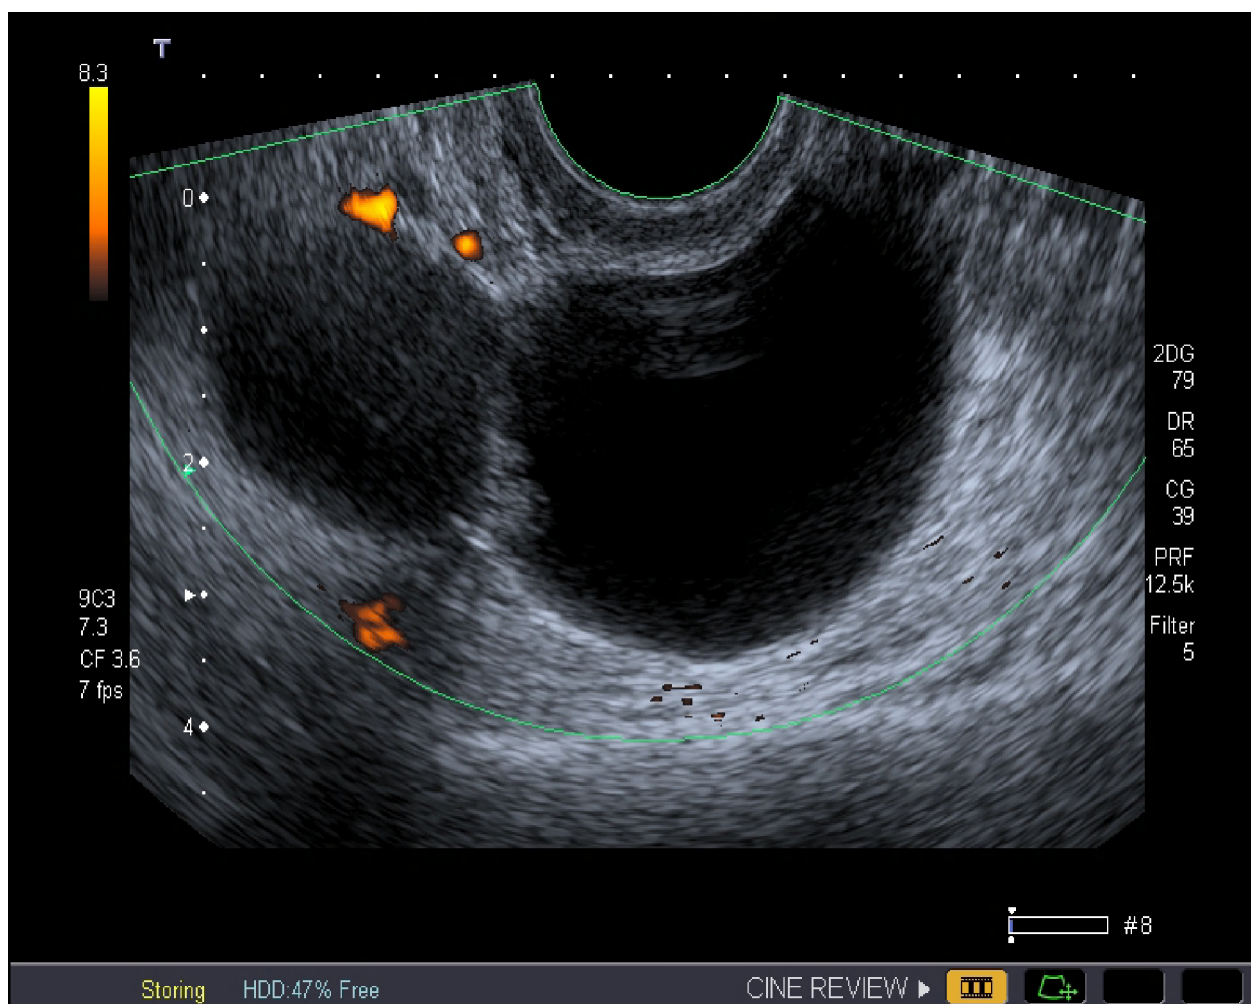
Ультразвуковая томограмма яичника, выполненная в продольной плоскости. Определяется опухоль яичника
